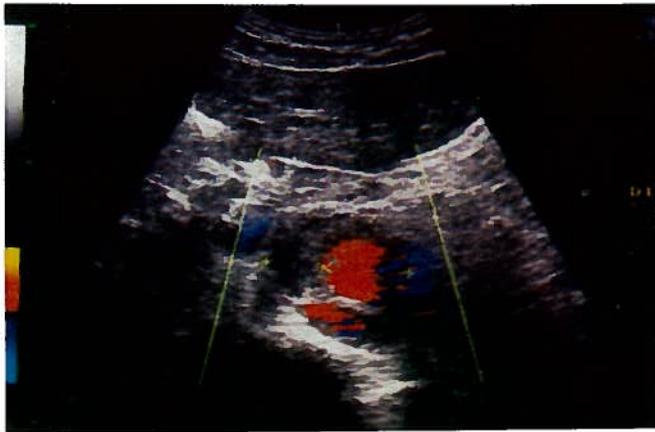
ECO-DOPPLER - corte transversal da aorta abdominal.
